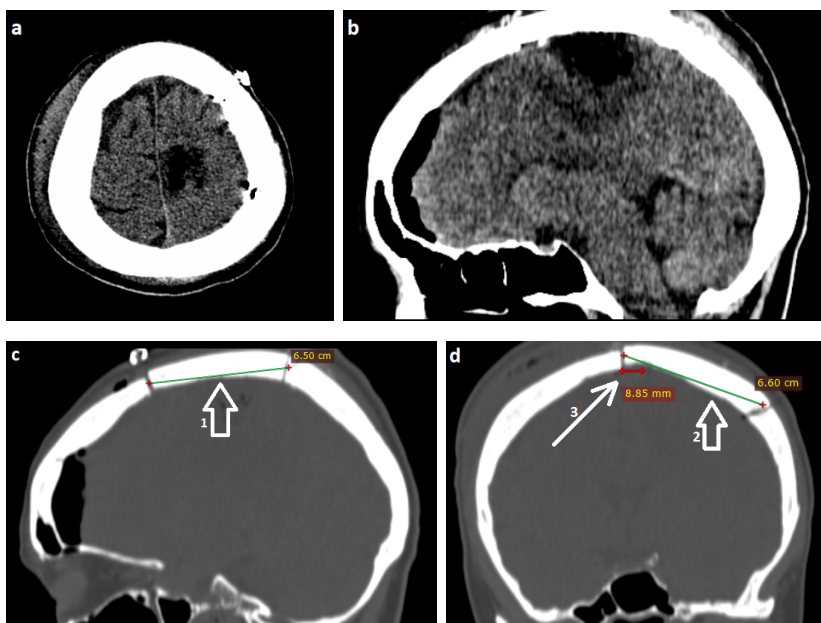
Контрольне СКТ дослідження головного мозку на першу добу після операції. Комп'ютерна томографія в мозковому режимі: аксіальна (a) та сагітальна проекція (b) демонструють відсутність даних за крововилив в ложе видаленої пухлини, даних за набряк головного мозку або ішемію також не виявлено. Комп'ютерна томографія в кістковому режимі: сагітальна проекція (c) – демонструє кістковий клапоть завдовжки 65 (мм) (1), що перевершував розміри пухлини по 11,5 (мм) з обох сторін; фронтальна проекція (d) – демонструє кістковий клапоть завширшки розміром 66 (мм) (2), котрий перевершував розміри пухлини на 12,5 (мм) з обох сторін; білою стрілкою (3) вказана ділянка заступу за середню лінію при формуванні трепанаційного вікна.
